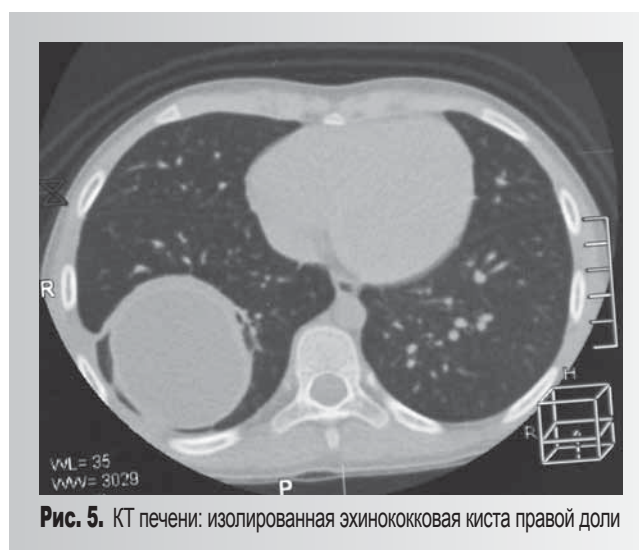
КТ печени: изолированная эхинококковая киста правой доли
